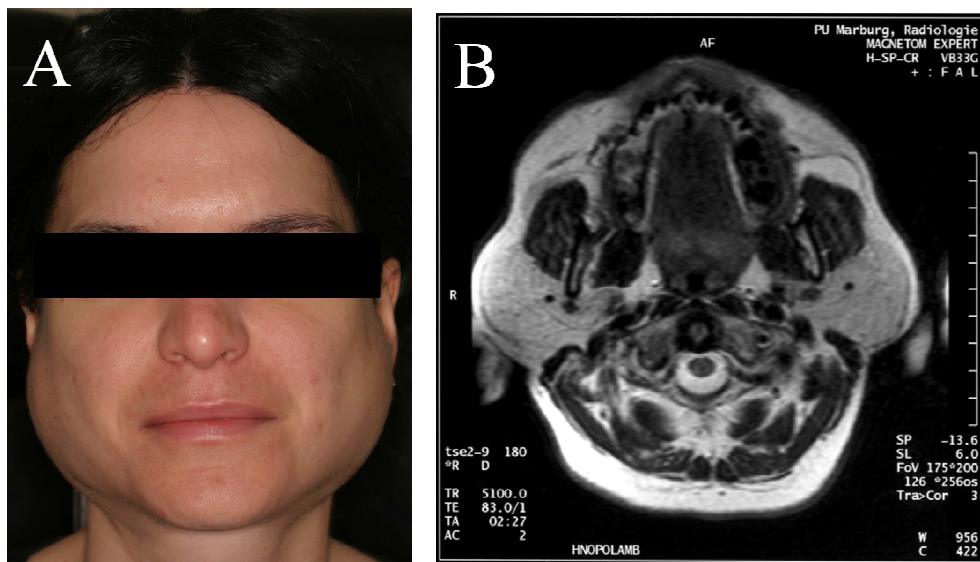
Klinische Manifestation der Sialadenose. (A) Sialadenosepatientin mit Schwellung der Glandulae parotidea. (B) MRT mit Darstellung einer massiven homogenen Schwellung der Glandulae parotidea.
